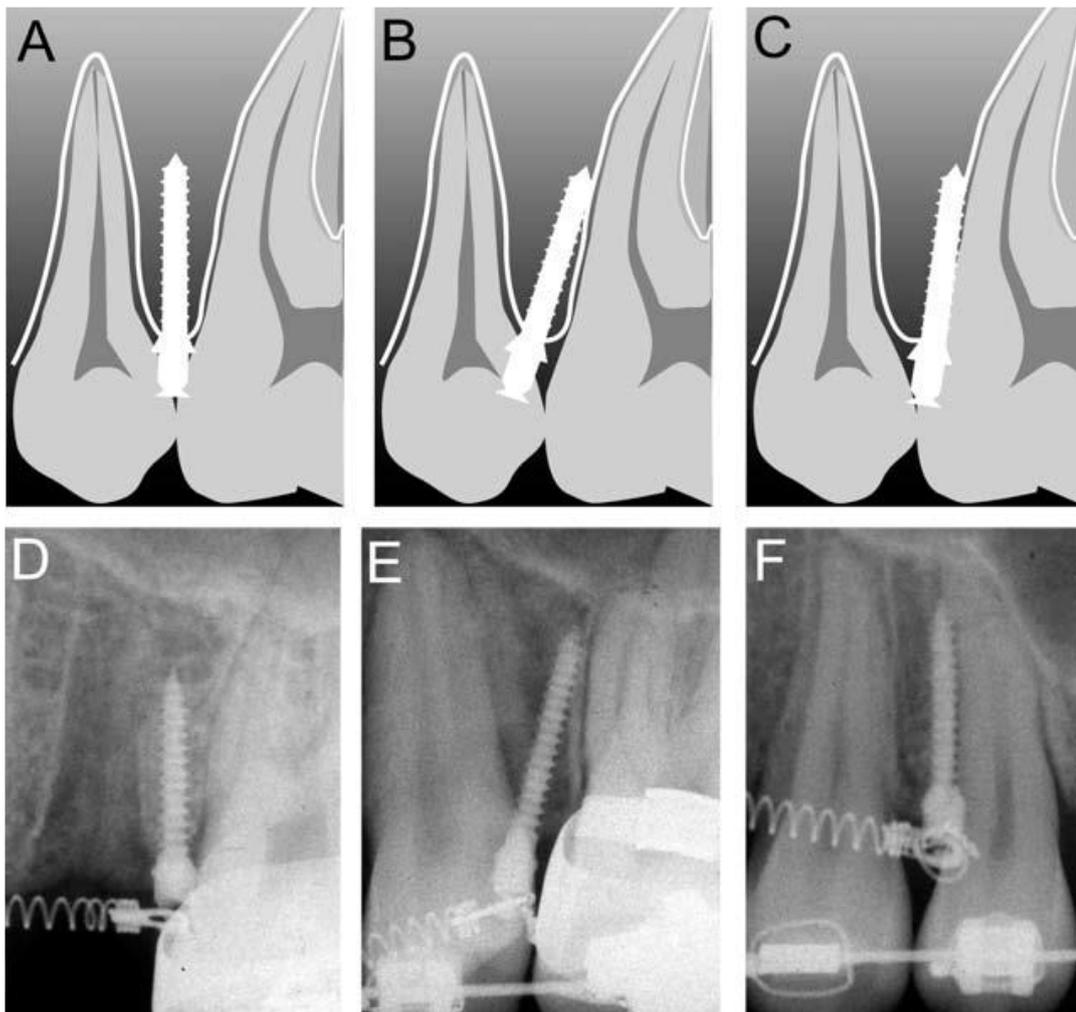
Ilustrações esquemáticas (A-C) e radiografias dentárias (D-F) das classificações de categoria. A e D, MI foi absolutamente separado da raiz; B e E, ápice do MI parecia tocar a lâmina dura; C e F, corpo do MI sobreposto a lâmina dura.
